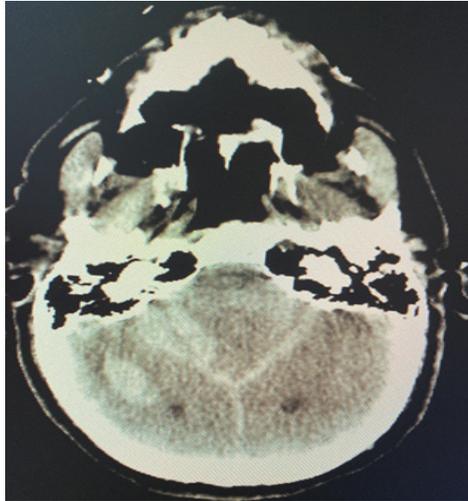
TC de crânio realizada seis horas após tratamento cirúrgico evidenciando hematoma intraparenquimatoso no hemisfério cerebelar direito, medindo 3,1 x 0,9 centímetros.
